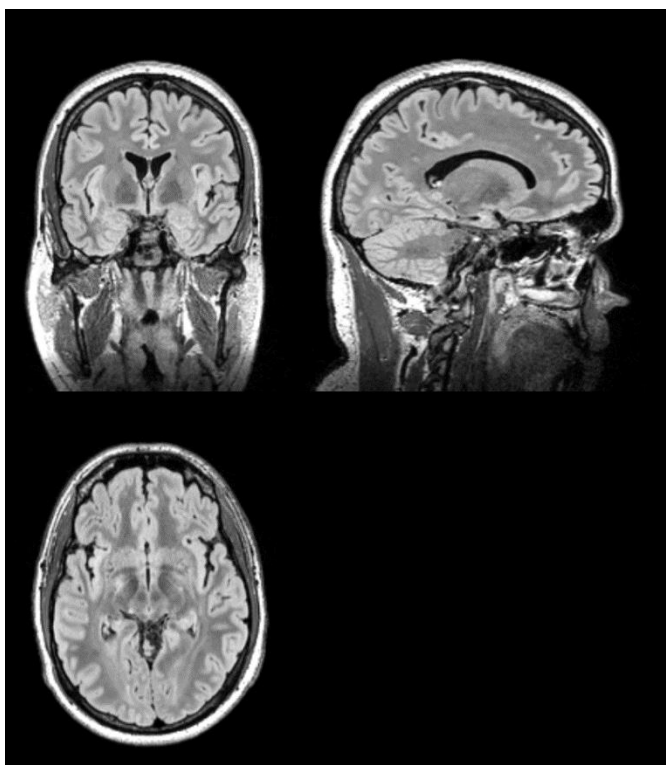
T2-FLAIR Messung
